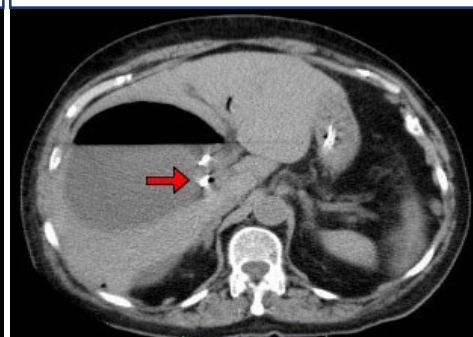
CT. Biliom drenat transcutan
